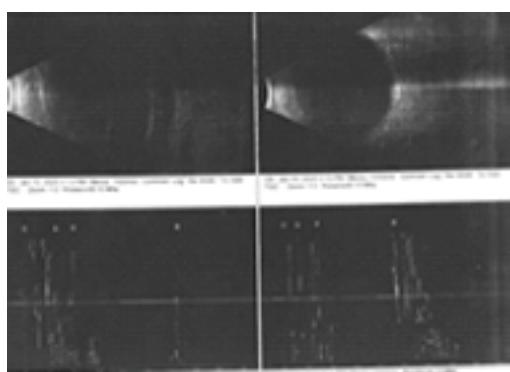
УЗИ от (10.01.2025):
